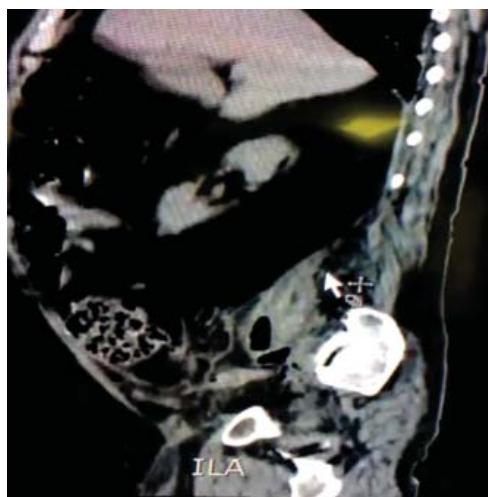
TAC, corte sagital; se observa una imagen del retroperitoneo ocupado por líquido a nivel del músculo psoas iliaco.
